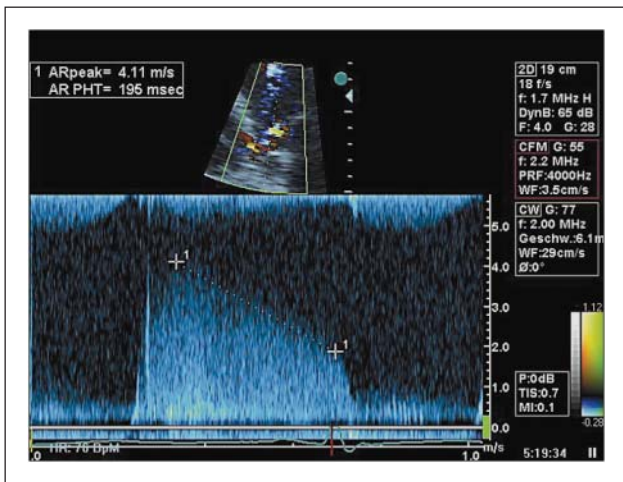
CW-Dopplersignal der aortalen Regurgitation mit kurzer Druckhalbwertszeit
